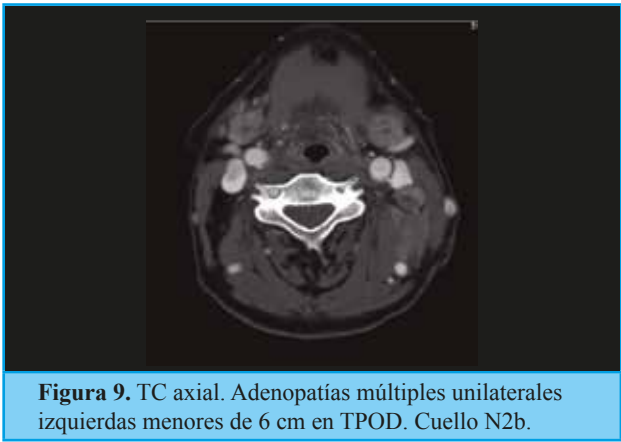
TC axial. Adenopatías múltiples unilaterales izquierdas menores de 6 cm en TPOD. Cuello N2b.
